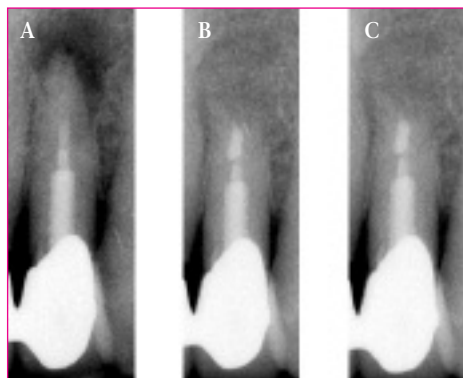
A) Radiografia iniziale dell'elemento dentale 2.1 che denotava lesione periapicale. B) Radiografia postoperatoria. C) Radiografia di controllo a 2 anni dall'intervento.
